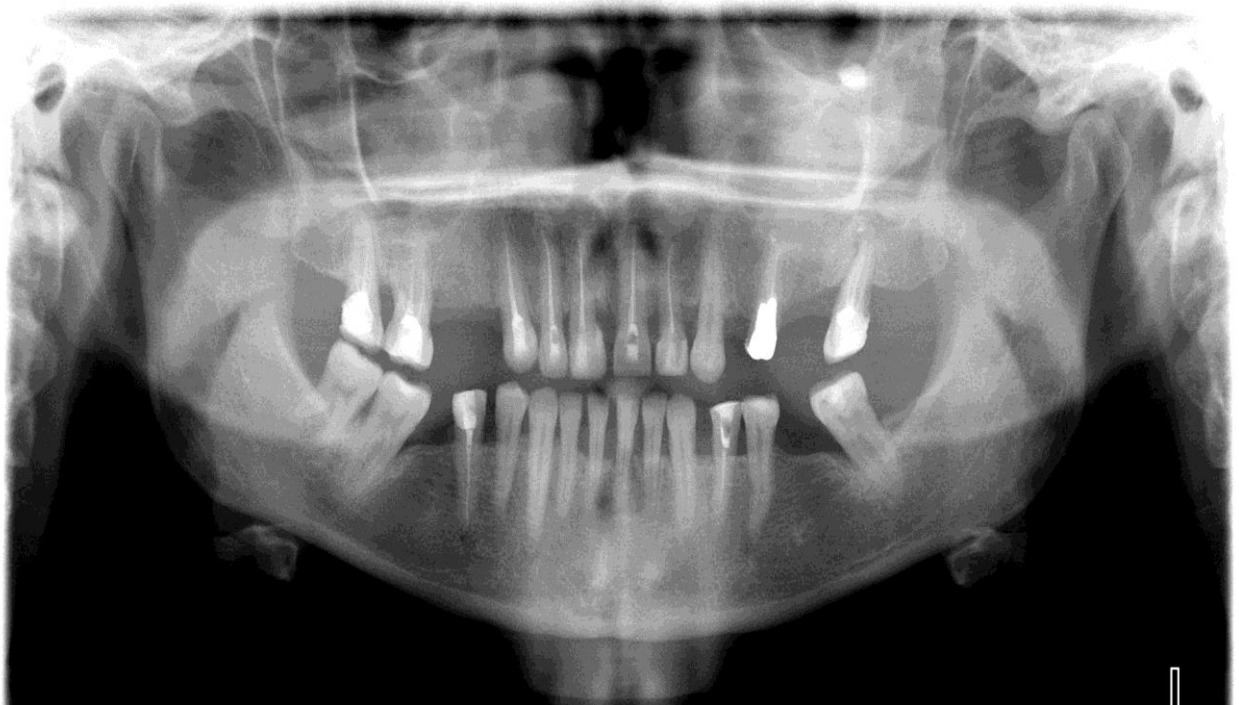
Ортопантомограма. Пацієнт С., літнього віку
